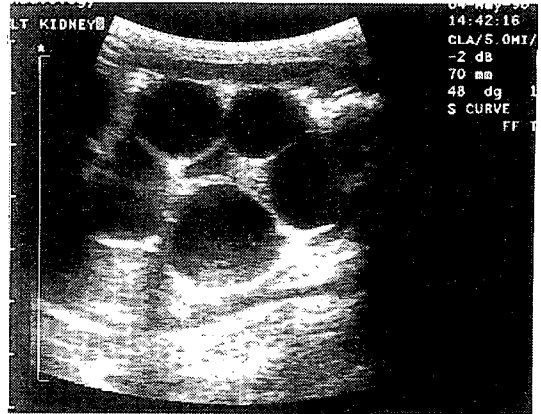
Multicystic dysplastic kidney : abdominal sonography shows multiple large cysts.
